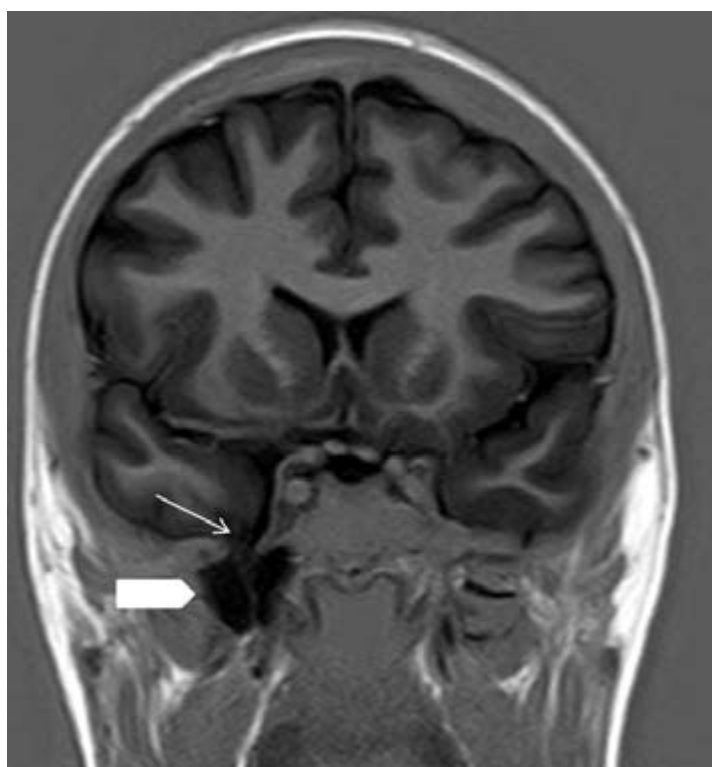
A: Corte coronal de RM potenciado en T2. B: Corte coronal de RM potenciado en T1. Ambas realizadas con protocolo de epilepsia, muestran la herniación del parénquima temporal derecho (cabeza de flecha) por un defecto óseo y dural temporal (flecha blanca).
